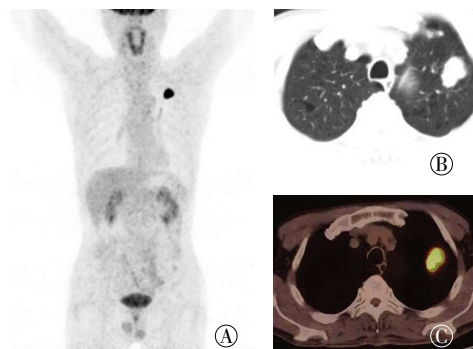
左肺上叶肺大细胞神经内分泌癌(ⅡB期)的PET/CT显像图 患者男性,58岁。图中,A:全身MIP图像显示左肺上叶有一局限性¹⁸F-FDG代谢增高灶;B:CT肺窗图像显示,肺气肿,左肺上叶胸膜下有一最大直径约3.3cm类圆形软组织肿块影,可见分叶,边界清晰;C:PET/CT融合图像显示肿块¹⁸F-FDG代谢增高,SUV_{max}=17.7。MIP:最大密度投影;FDG:氟脱氧葡萄糖;PET/CT:正电子发射断层显像计算机断层摄影术;SUV_{max}:最大标准化摄取值。
